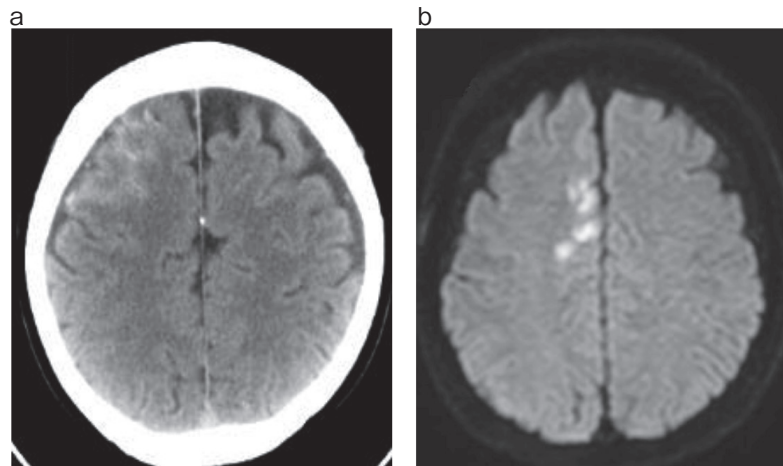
症例2 入院時の頭部CT [a] と頭部MRI拡散強調画像 [b].
